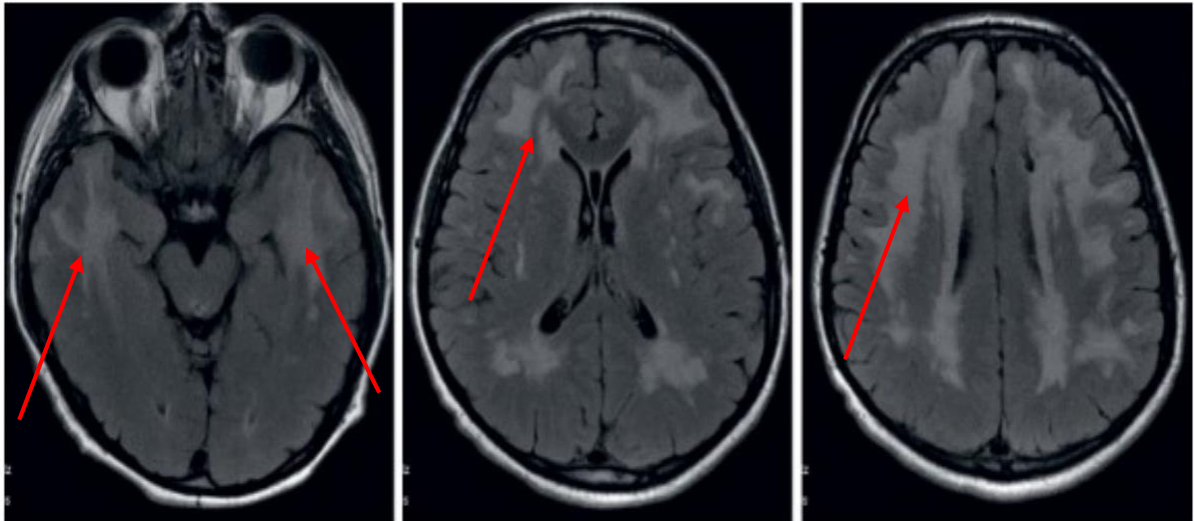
a. Axiale FLAIR hyperintensités diffuses de la substance blanche chez un patient de 38 ans présentant des troubles cognitifs, atteint de CADASIL. La localisation typique dans les lobes temporaux et les capsules externes est évocatrice.
